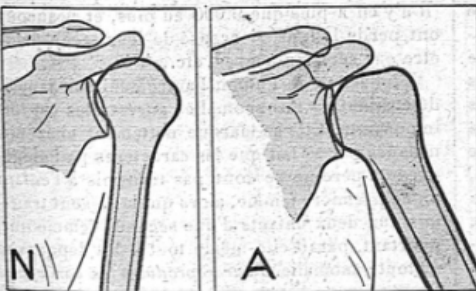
Épaule du malade R... (A) comparée à une épaule normale (N) (calques de radiographies). — On voit l'élargissement de la tête humérale, le raccourcissement et l'épaississement du col, le volume excessif de l'ensemble des os, y compris leur partie diaphysaire.
